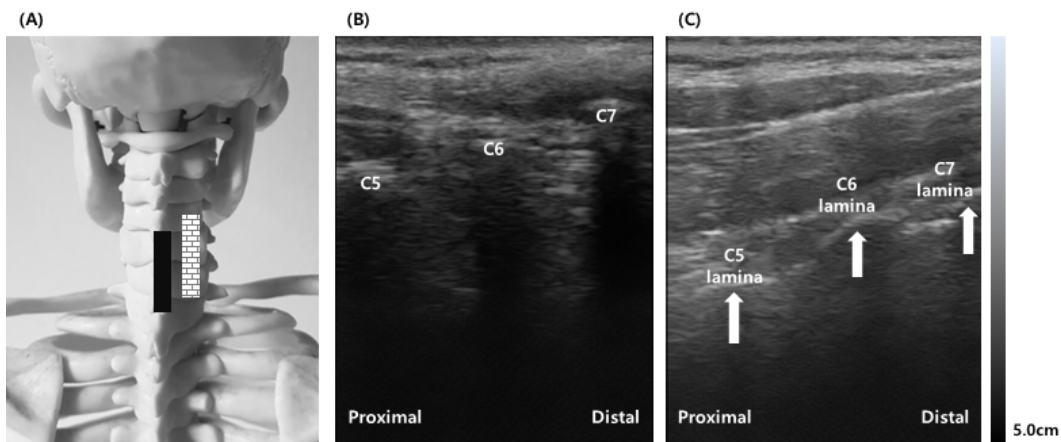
Longitudinal scan image of cervical spine. (A) Position of probe (black rectangle) on the artificial spine model. (B) Ultrasonography on longitudinal scan at midline of the posterior cervical area. (C) Ultrasonography on longitudinal scan at parallel to midline of the posterior cervical lamina. Position of probe (brick pattern white rectangle) for (A) on the artificial spine model.
